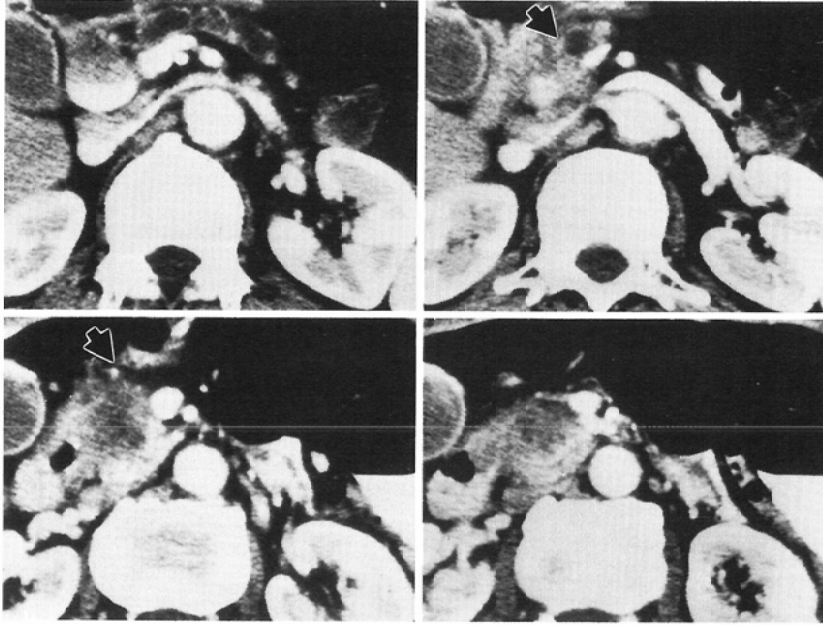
A case of carcinoma of the head of the pancreas. (Case 4); Arterial invasion (gastroduodenal artery) (→) is positive in CT findings, and the pathological findings.
